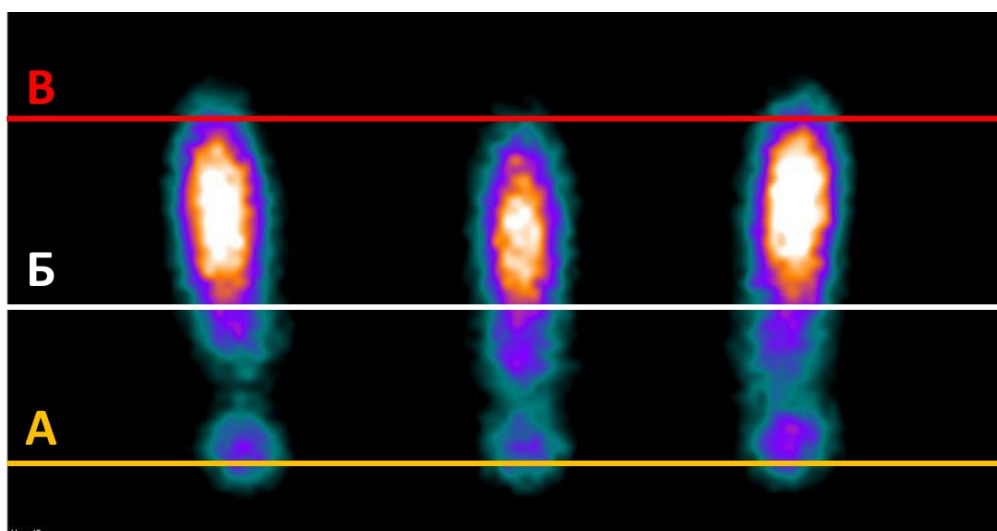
Сцинтиграмма хроматографической полоски с тремя треками, выполненной с целью контроля качества РФП на основе ^{99m}Tc -эксаметазим. Линия А (жёлтая) - линия старта, линия Б (белая) - линия отсечки, линия В (красная) - линия фронта растворителя. В качестве эффективности мечения РФП использовалось соотношение количества импульсов между зоной, расположенной над линией Б и суммарным числом импульсов.
